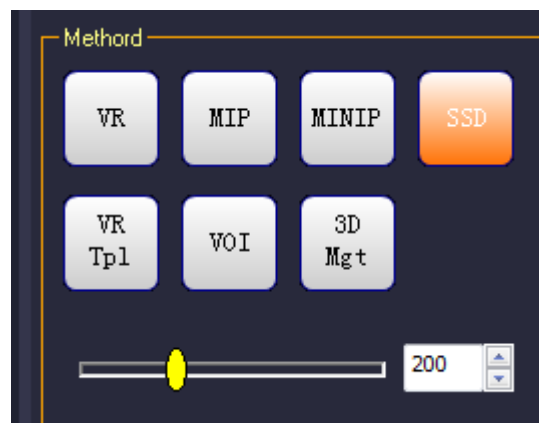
ConРисунок КТ threshold
